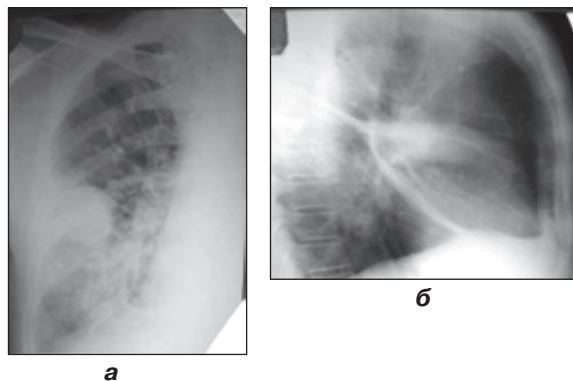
Больная Г. Обзорная рентгенограмма ОГК
